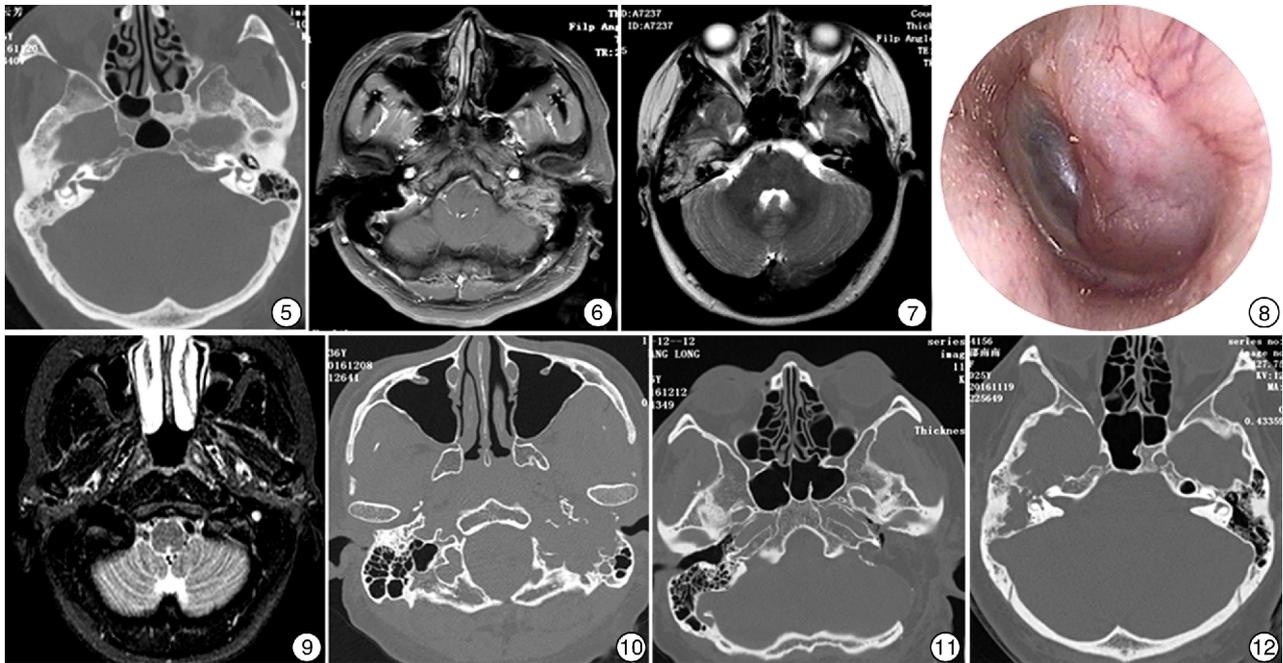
水平位 CT 累及鼓室段的面神经鞘瘤,面神经骨管正常结构消失,肿瘤压迫听骨向外侧移位; 图 6 MRI T1 增强 沿面神经走形的不均匀强化的软组织影,向前进入外耳道,向后进入后颅窝; 图 7 MRI 面神经鞘瘤同时累及膝状神经节的近端和远端,肿瘤部分进入中颅窝,可呈典型的“沙漏征”; 图 8 耳内镜检查 鼓膜后半部见淡红色肿物从鼓室向外侧突出; 图 9 MRI T1 增强 乳突段面神经明显强化、增粗; 图 10 水平位 CT 面神经鞘瘤侵及颈静脉孔区; 图 11 水平位 CT 经颞下窝径路切除面神经鞘瘤后,肿瘤无残留; 图 12 水平位 CT 面神经鞘瘤破坏颞骨岩部中段突入颅中窝。
